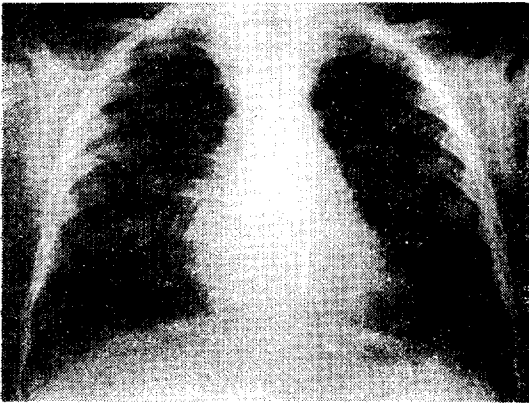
증례 3의 흉부 단순촬영 사진, 좌측폐 전체가 X-ray 투과성이 증가하고 폐혈관상이 심히 감소한 폐기종상이다.
